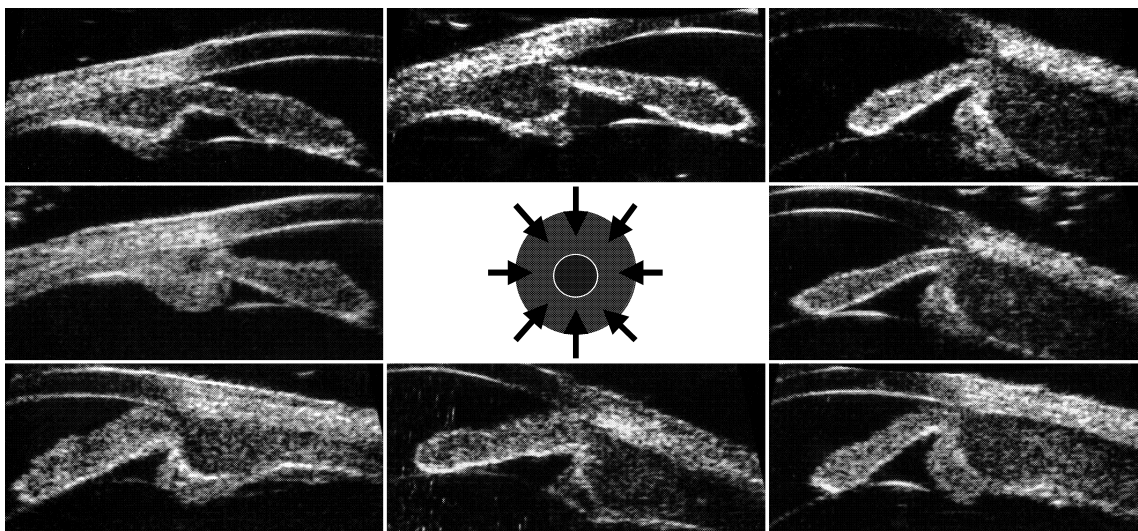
初診時左眼超音波生体顕微鏡検査(以下, UBM)所見。
